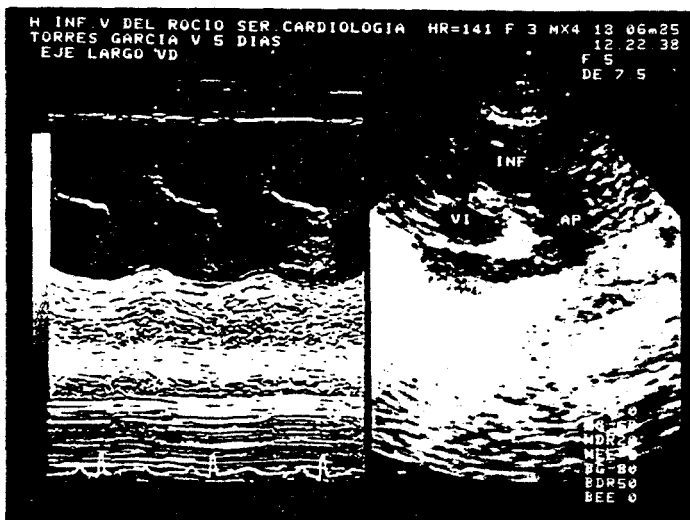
El haz de ultrasonido sigue el eje longitudinal de la AP. La medida del diámetro de la misma en el correspondiente modo M no sería real.
